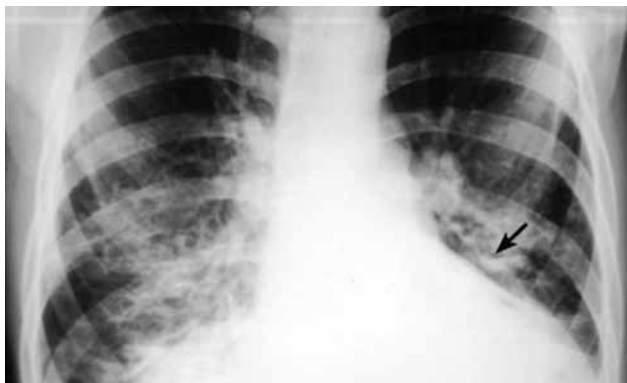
Рентгенограмма ОГК при хроническом бронхите и БЭ. Определяются усиление и деформация легочного рисунка, признаки уплотнения стенок расширенных бронхов (показано стрелками)
